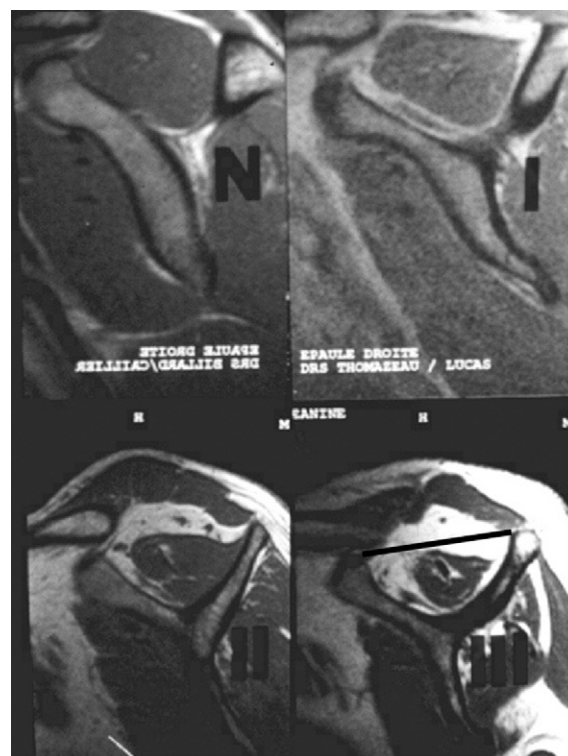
Atrophie du corps musculaire du supraépineux sur la vue sagittale IRM dite « en Y ». À partir du grade II (en bas à gauche), la capacité de cicatrisation du tendon et de récupération du muscle est discutable. Au stade III (en bas à droite) avec un *tangent-sign* positif (corps musculaire du supraépineux ne dépassant plus vers le haut la ligne rejoignant les deux crêtes de la fosse supraépineuse), l'involution de l'unité tendino-musculaire est probablement irréversible [43,54].
